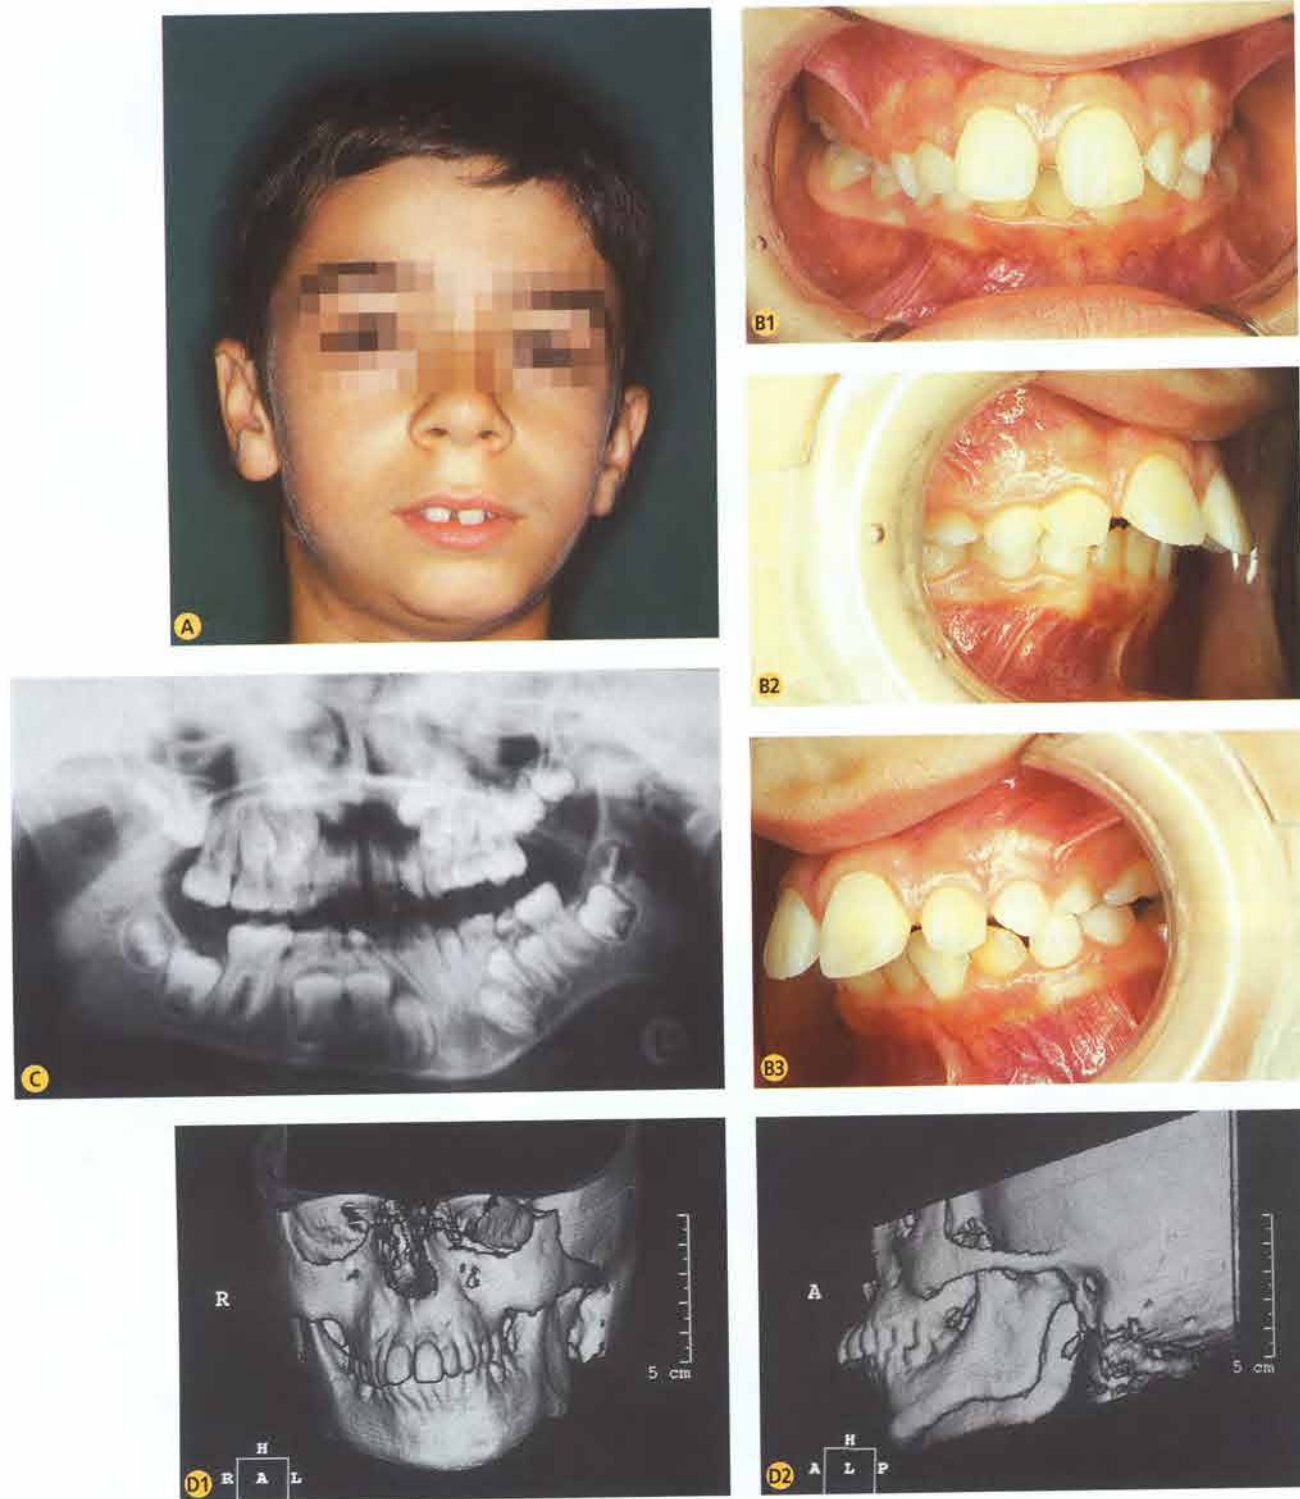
A. Paziente preintervento. È evidente l'asimmetria del volto caratterizzata da riduzione della dimensione verticale dell'emivolto di sinistra con laterodeviante mandibolare omolaterale. B1-B3. Visione oclusale. Laterodeviante della linea interincisiva a sinistra e contrazione del mascellare superiore con vestibolo-inclinazione degli incisivi superiori. C. Ortopanoramica preintervento che evidenzia il blocco anchilotico in regione temporomandibolare sinistra. D1-D2 TC 3D. Sono evidenti l'asimmetria del complesso maxillomandibolare a sinistra e la fusione dei capi ossei articolari a livello dell'articolazione temporomandibolare omolaterale.
